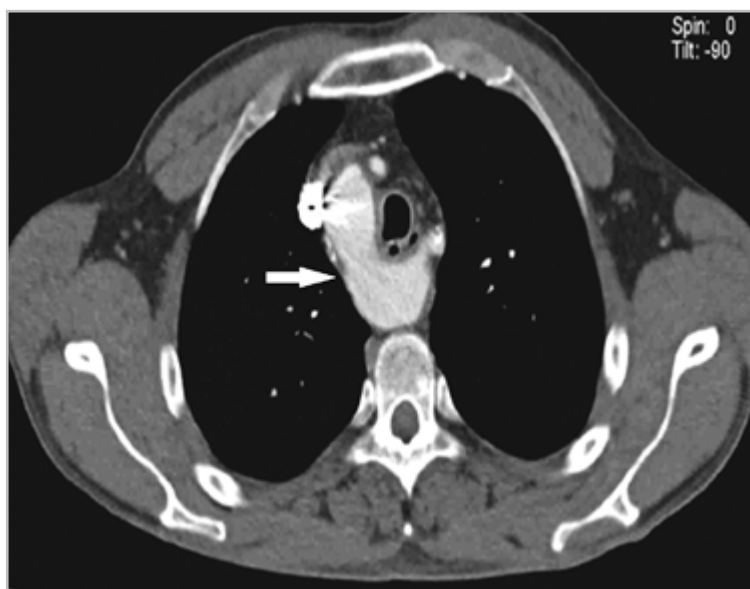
КТ-ангиограмма грудной клетки пациента с центральным раком легкого. Праволжающая дуга аорты (*стрелка*)
